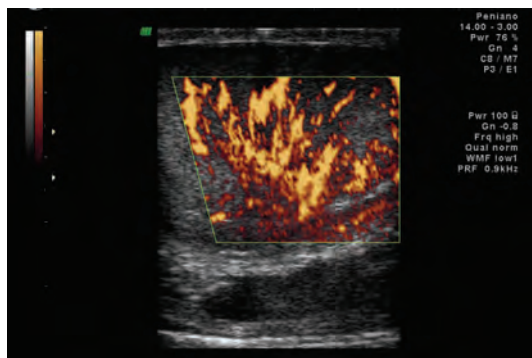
Imagem em *Power Doppler* – corte transversal de pênis.
